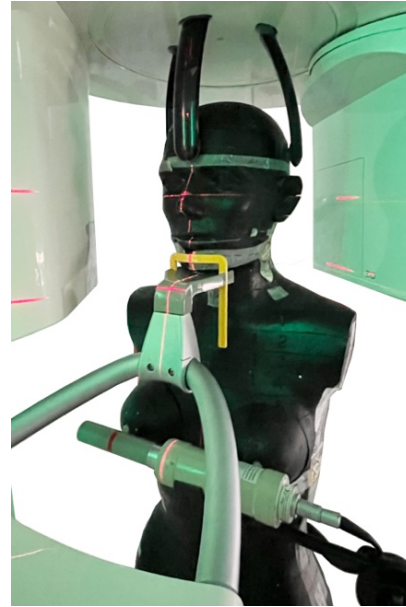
Versuchsaufbau im Orthophos SL zur Messung auf Höhe der rechten Mamille ohne Röntgenschürze
